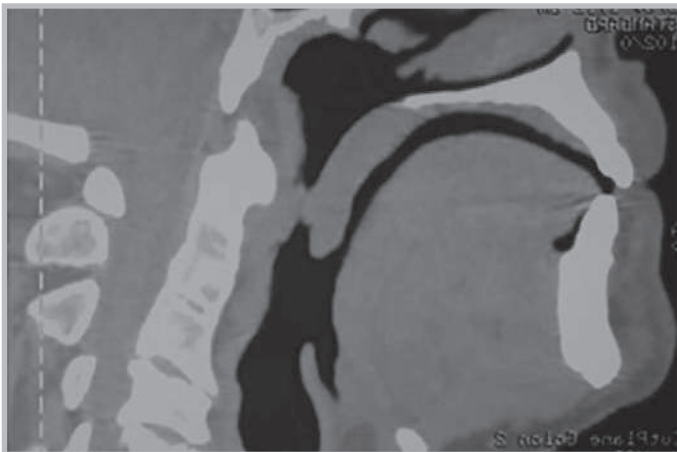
Taglio sagittale di analisi eseguita tramite CBCT
